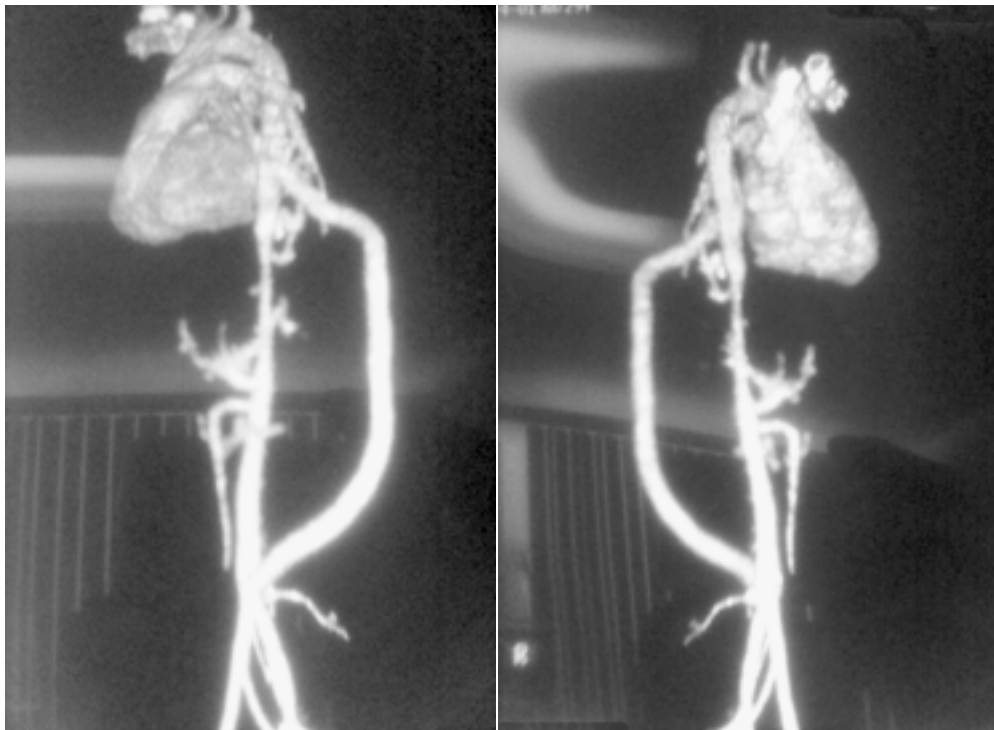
Angiotomografía postoperatoria.
